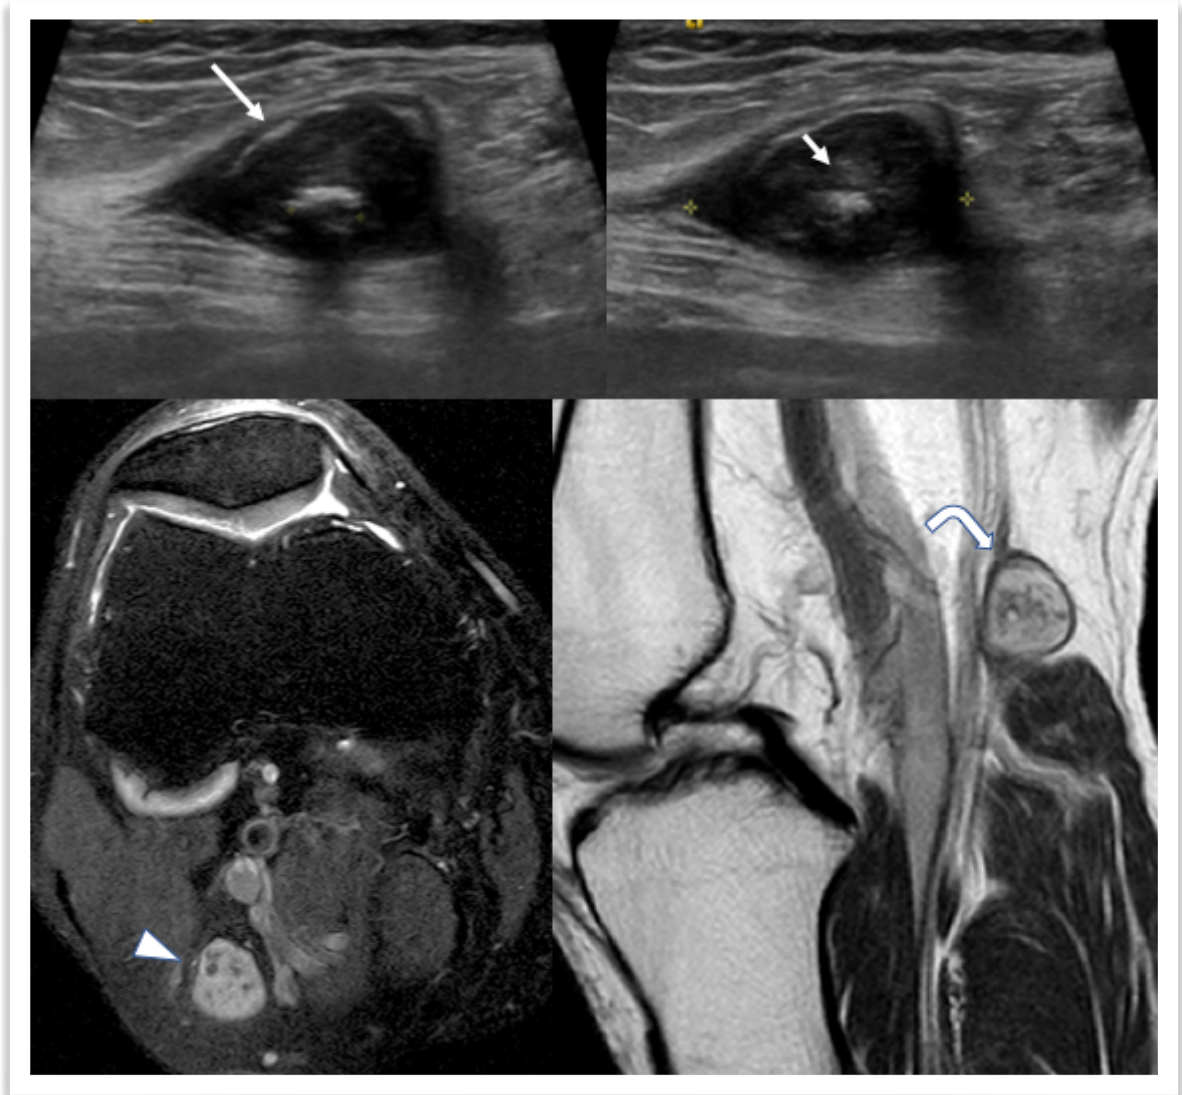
Schwannoma de nervio tibial. Ultrasonido muestra masa hipocogénica en continuidad con nervio tibial, con gruesa calcificación en su espesor (flechas rectas). En RM imagen de masa de alta señal heterogénea en plano axial (cabeza de flecha). Continuidad con el nervio tibial en plano sagital (flecha curva).
